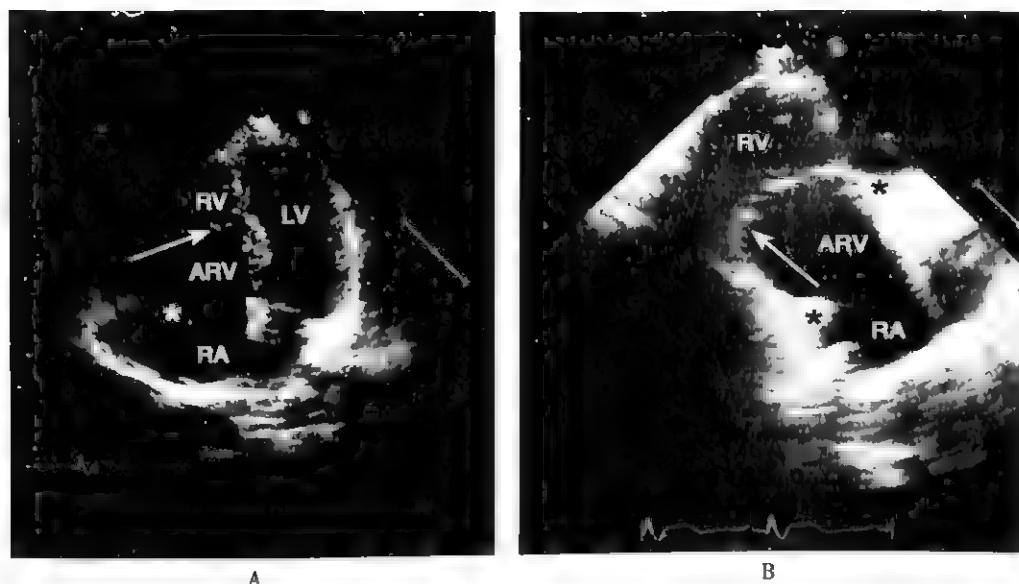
三尖瓣下移畸形(Ebstein 畸形)的二维超声心动图表现
